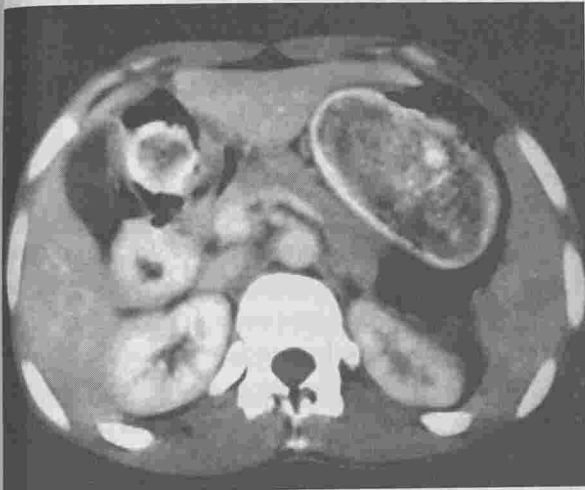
TDM ; masse intraluminaire gastrique sans site d'attachement pariétal
